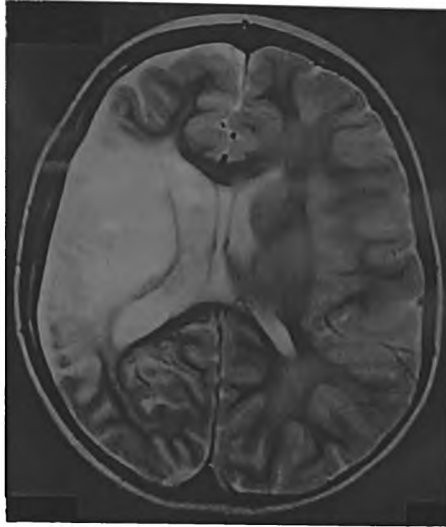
Пациентка Ш., возраст 10 месяцев. Ишемический инсульт в бассейне правой СМА (компьютерная томография головного мозга).
